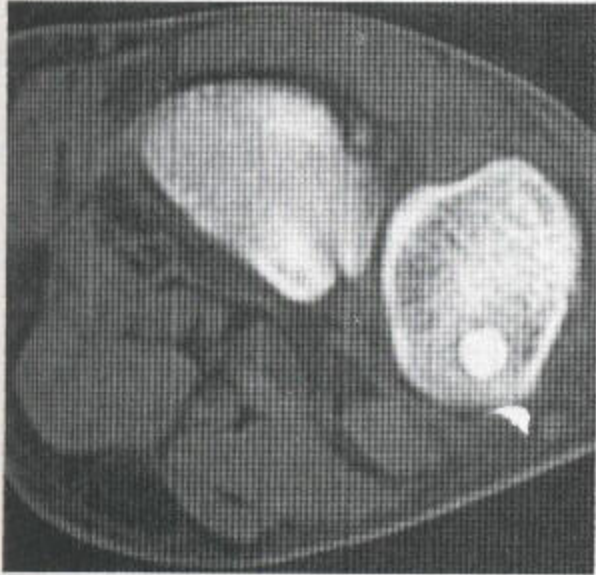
见于 CT 扫描中的硬化性骨岛，后者为一种边界清楚性损害。
